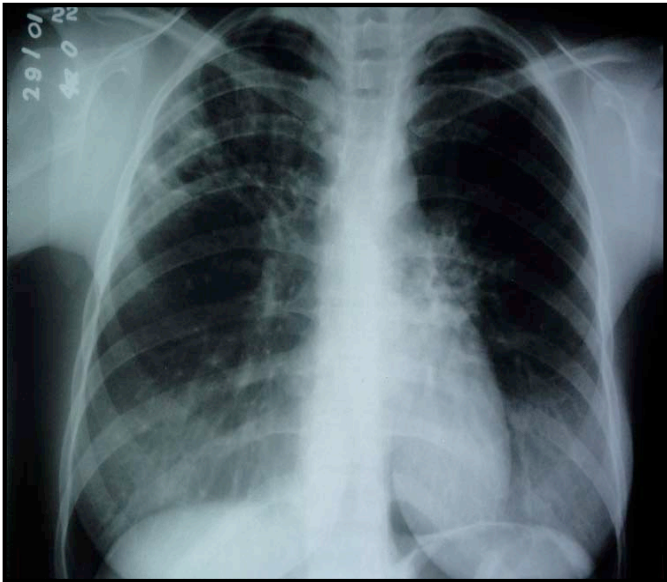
Radiografía de tórax, con infiltrado en lóbulo superior derecho y opacidad en hilio izquierdo.
